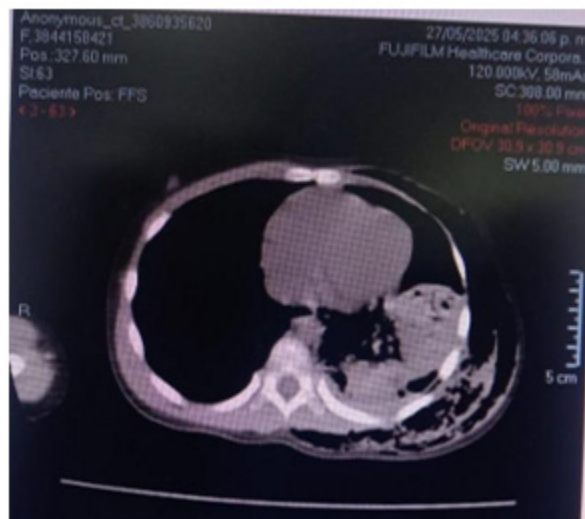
Tomografía computarizada toracoabdominal, corte axial. Colección heterogénea a nivel pleural izquierdo.
